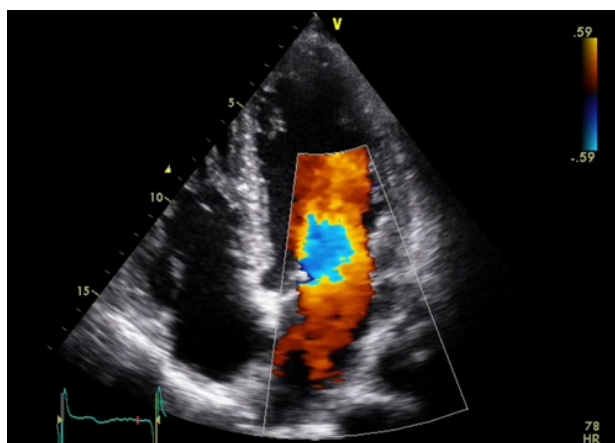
Imagen superior: vista paraesternal larga en ecocardiograma donde se observa vegetacion en valvula mitral.
